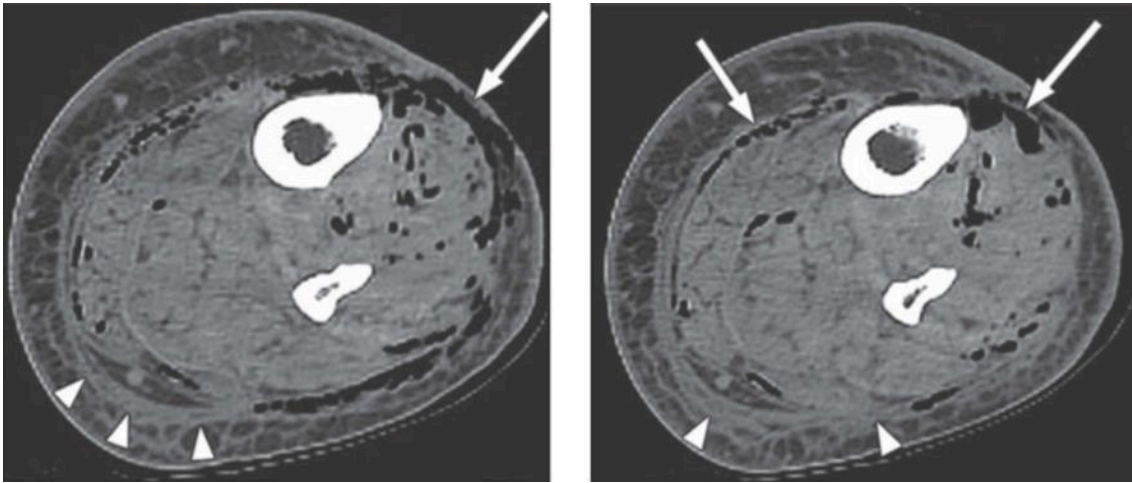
"TC de paciente con INPB. Se aprecia el edema de tejidos blandos y el paso de aire por los planos de la fascia" ²⁵
